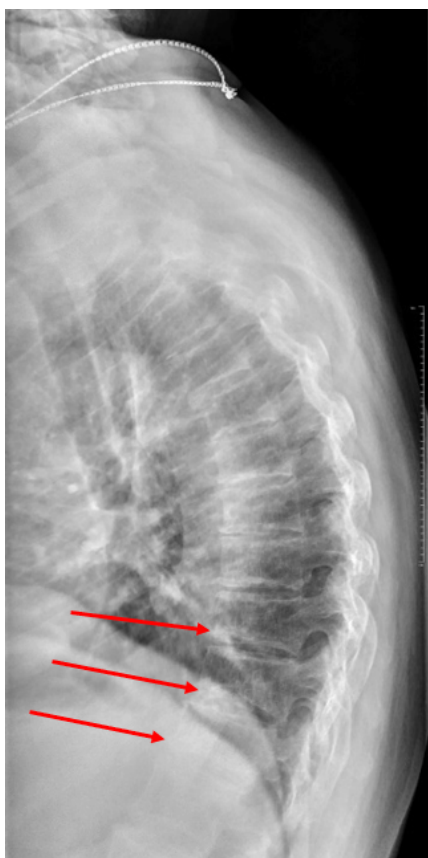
Рентгенография грудного отдела позвоночника в боковой проекции (стрелками указаны компрессионные переломы позвонков).
